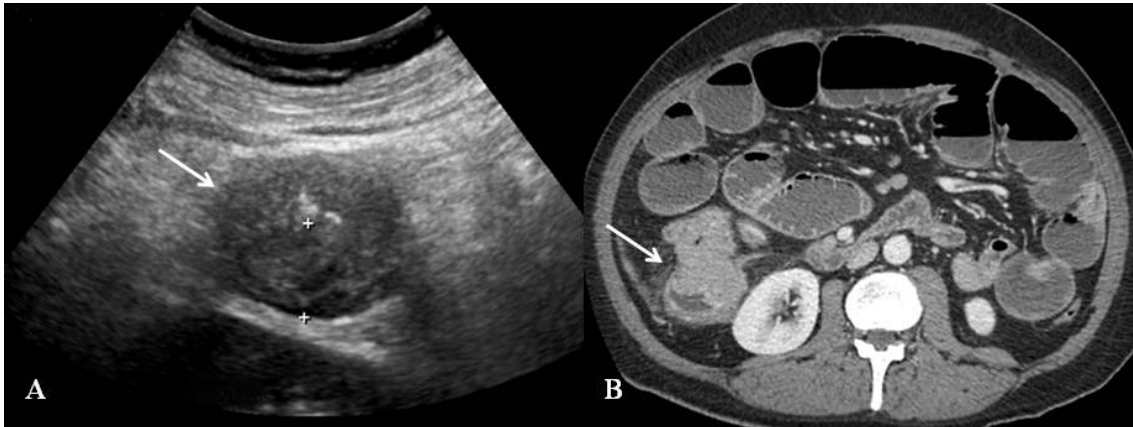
US (A) mostra importante espessamento parietal colônico (seta), determinando redução luminal. TC (B) do mesmo paciente confirma a lesão parietal colônica (seta), relacionada ao CCR. Fonte: arquivo da autora.
